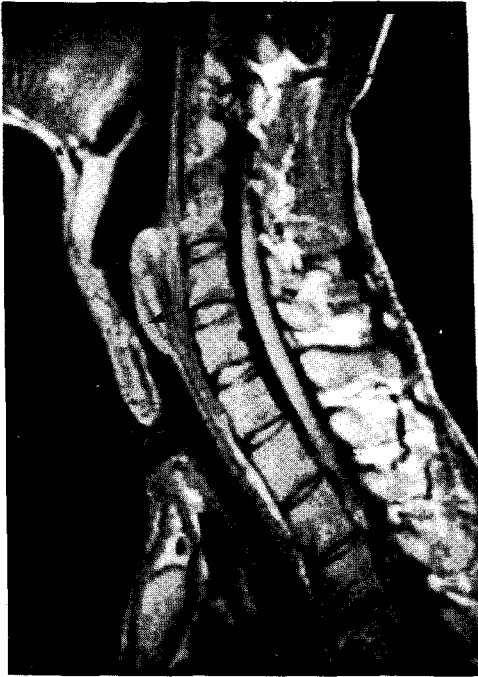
MRI showing tracheal narrowing (arrow) and T-tube inserted state.
